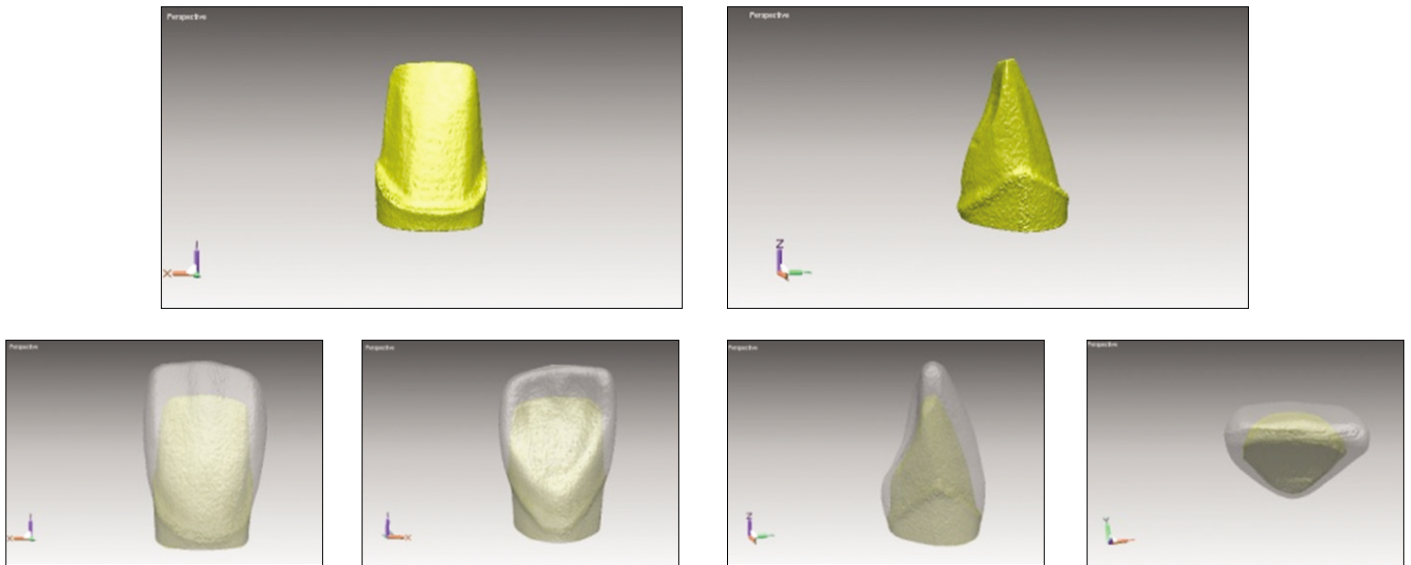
CT scanned images (upper) and superimposed scanned images (lower) of group D.
